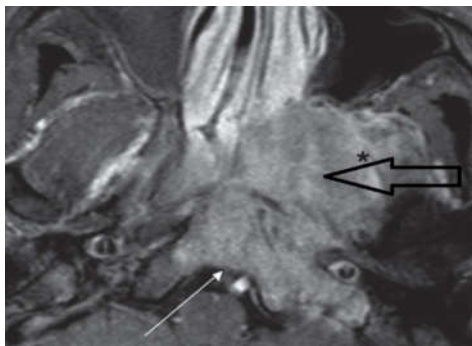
Hình ảnh phim chụp CT vòm: Hạch sau hầu bên trái hoại tử [26]
